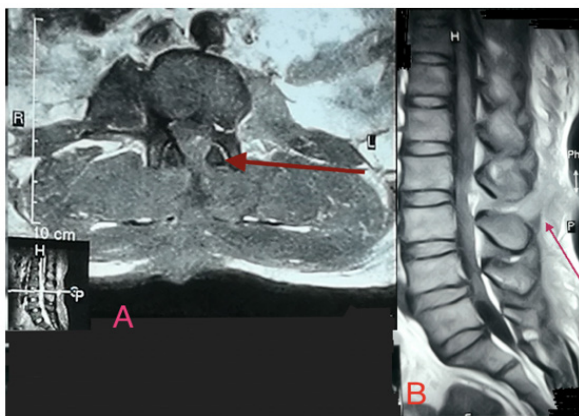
IRM lombaire : abcès épidual ; A: coupe axiale T1; B: coupe sagittale T1 montrant l'abcès épidual suivant un trajet interépineux L2-L3
